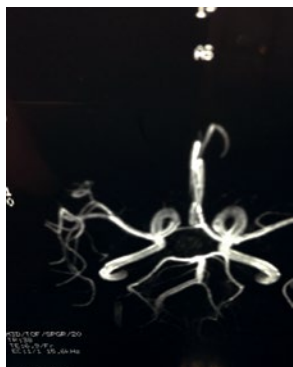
Наблюдение 9. Женщина 53 лет. МРТ церебральных артерий. Выявлены резкая гипоплазия левой позвоночной артерии, отсутствие правой задней соединительной артерии. Клиника: частые головокружения, пошатывание при ходьбе, шум пульсирующего характера в правом ухе.
